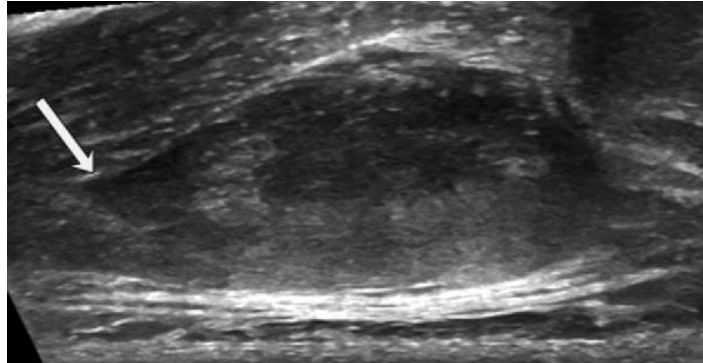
Aspect échographique d'une tumeur desmoïde paravertébrale chez une jeune femme de 26 ans: masse bien limitée, hétérogène, avec une extension linéaire le long d'un fascia intermusculaire (flèche blanche). Source : Brachi-Amirfarzan, Radiographics 2016.
